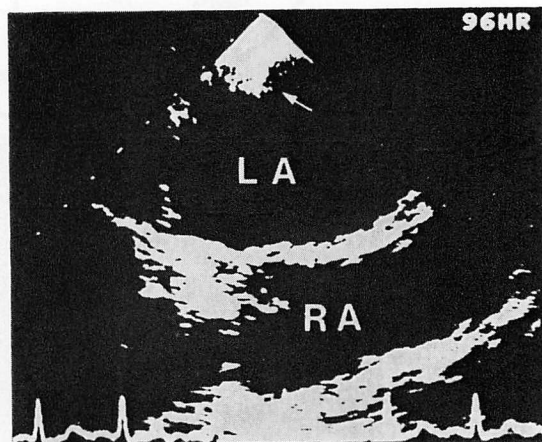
Transesophageal 2-D echocardiogram of the left atrium in a patient with mitral stenosis and atrial fibrillation (Case 2).
